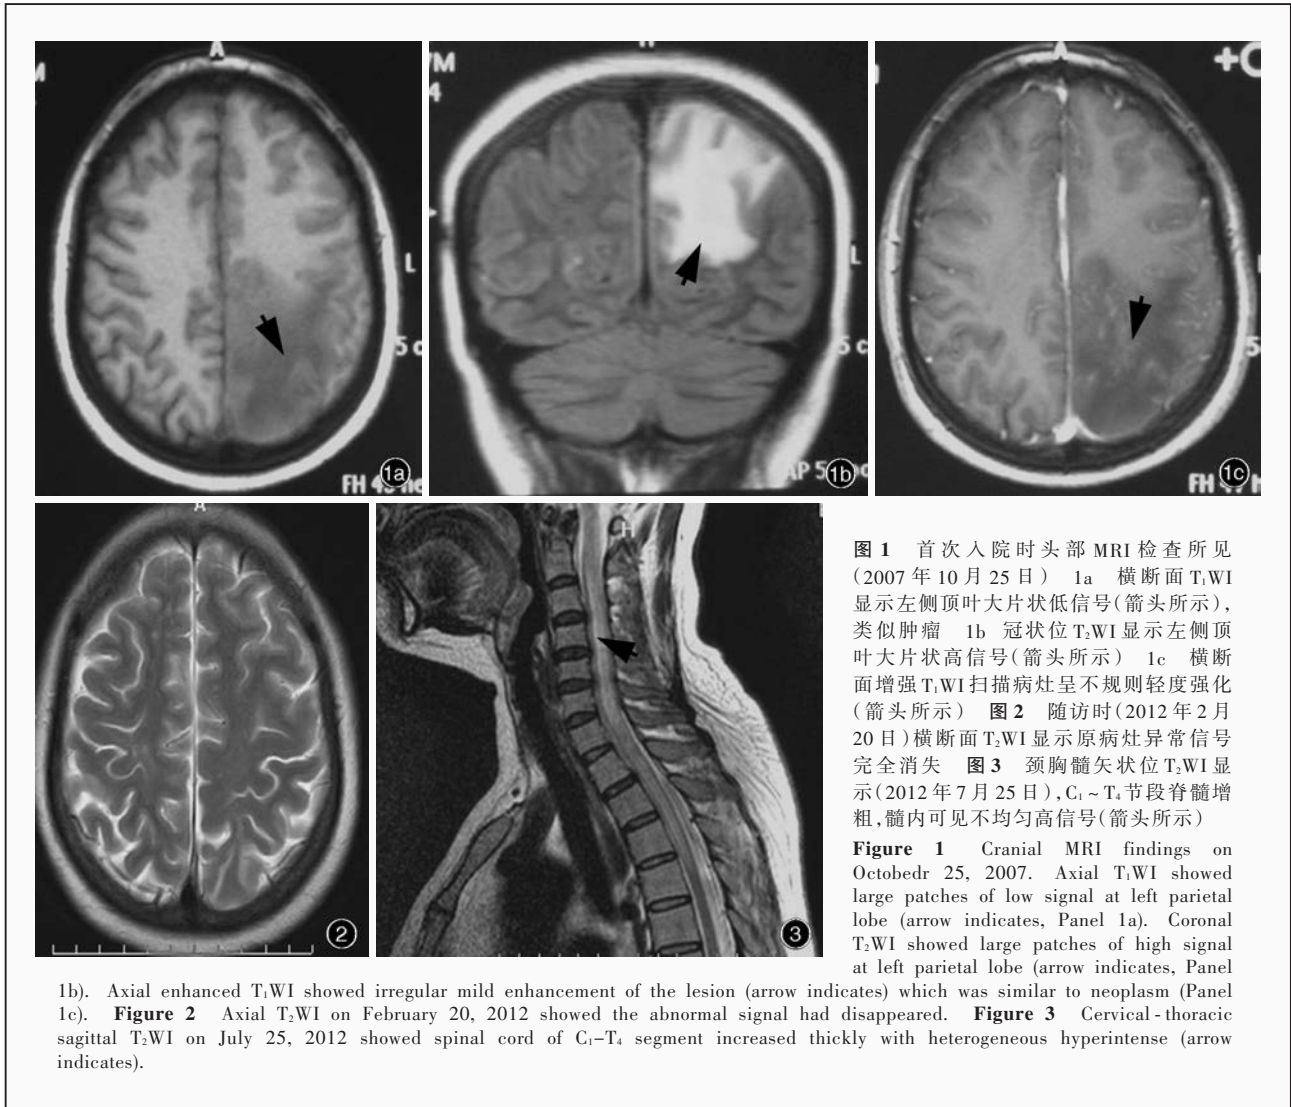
首次入院时头部 MRI 检查所见 (2007 年 10 月 25 日) 1a 横断面 T<sub>1</sub>WI 显示左侧顶叶大片状低信号(箭头所示), 类似肿瘤 1b 冠状位 T<sub>2</sub>WI 显示左侧顶叶大片状高信号(箭头所示) 1c 横断面增强 T<sub>1</sub>WI 扫描病灶呈不规则轻度强化(箭头所示) 图 2 随访时(2012 年 2 月 20 日)横断面 T<sub>2</sub>WI 显示原病灶异常信号完全消失 图 3 颈胸髓矢状位 T<sub>2</sub>WI 显示(2012 年 7 月 25 日), C<sub>1</sub>~T<sub>4</sub> 节段脊髓增粗, 髓内可见不均匀高信号(箭头所示)
